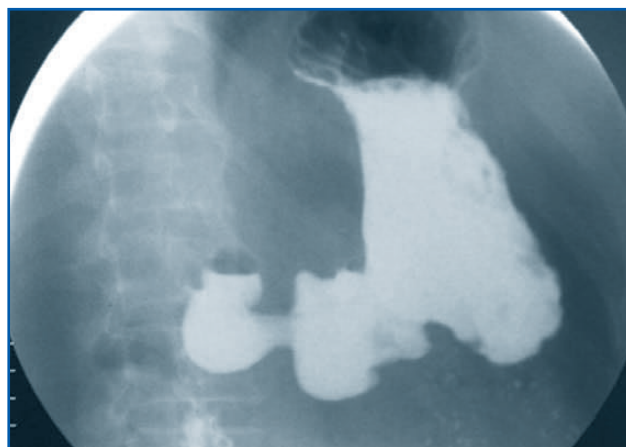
Рентгенограмма желудка после гастропликации с неушитым дном желудка
